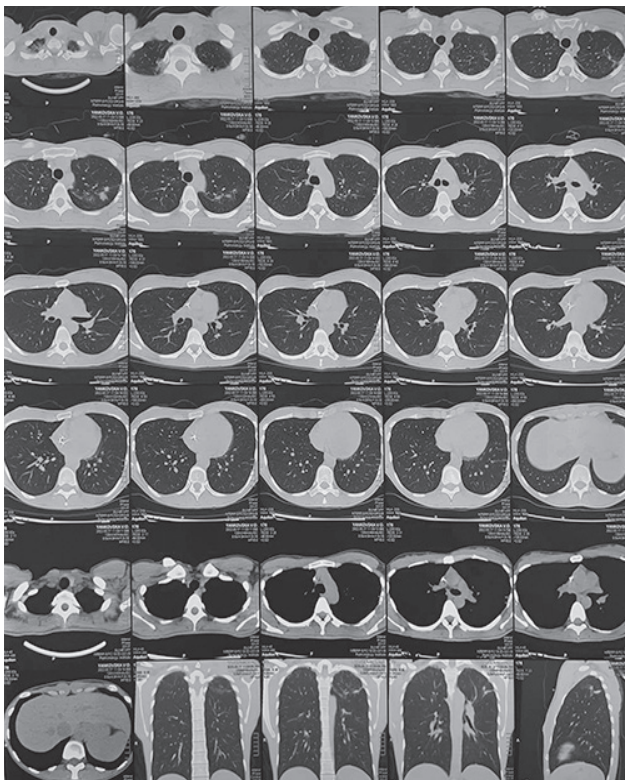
Комп'ютерна томографія наприкінці лікування (12 місяців)
